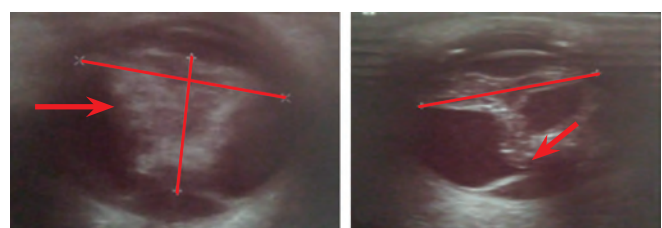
УЗИ *OD* в двух взаимно перпендикулярных плоскостях: в центральных отделах глаза опухолевые ткани повышенной эхогенности (указаны стрелкой)
